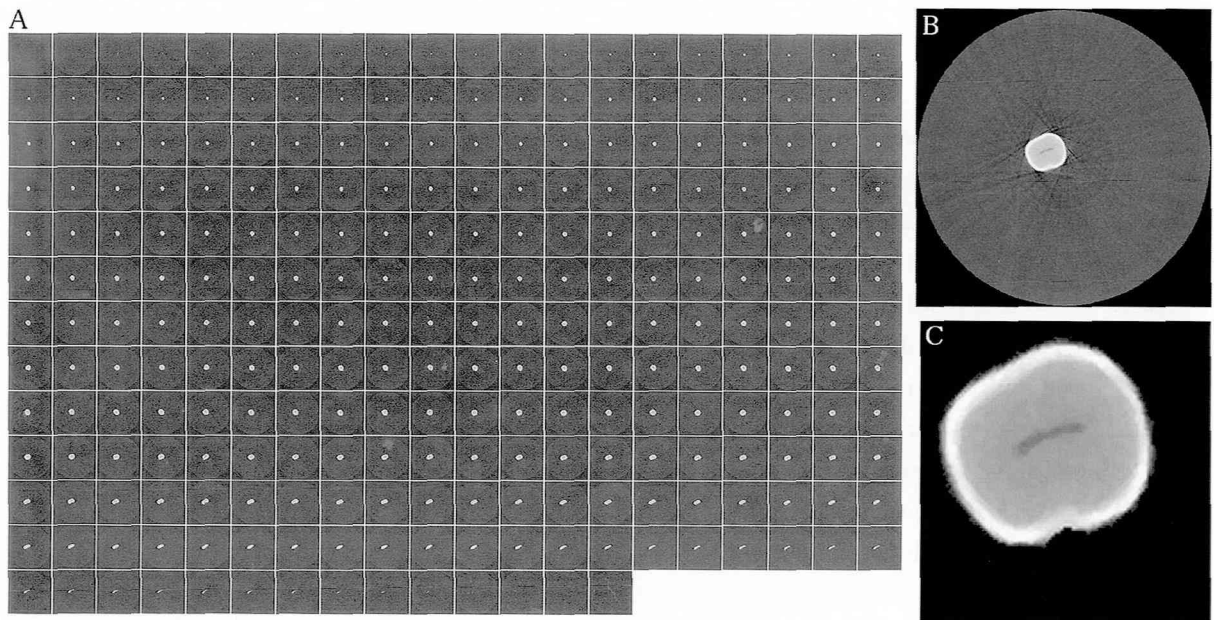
画像の前処理. A: 3次元マイクロCTにて撮影した約300枚の断層画像, B: アーチファクト除去前の画像, C: モデル作製に使用した画像.
